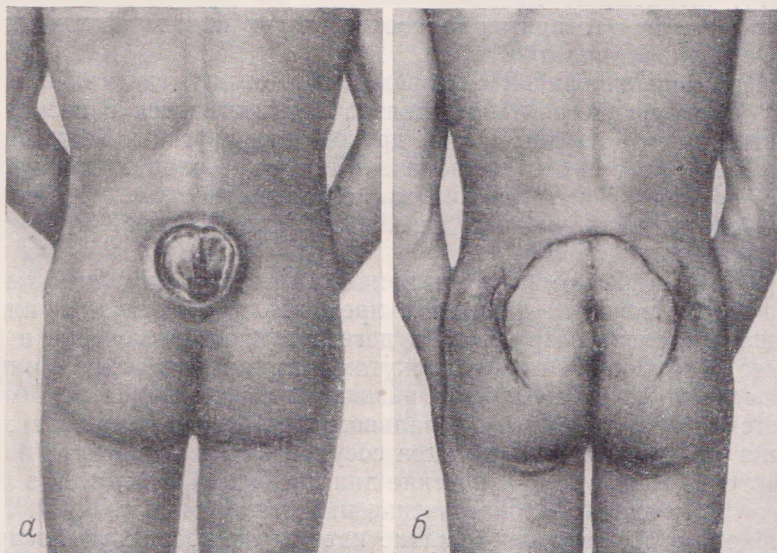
Местная лоскутная пластика кожи. Рана после ожога рентгеновыми лучами.
